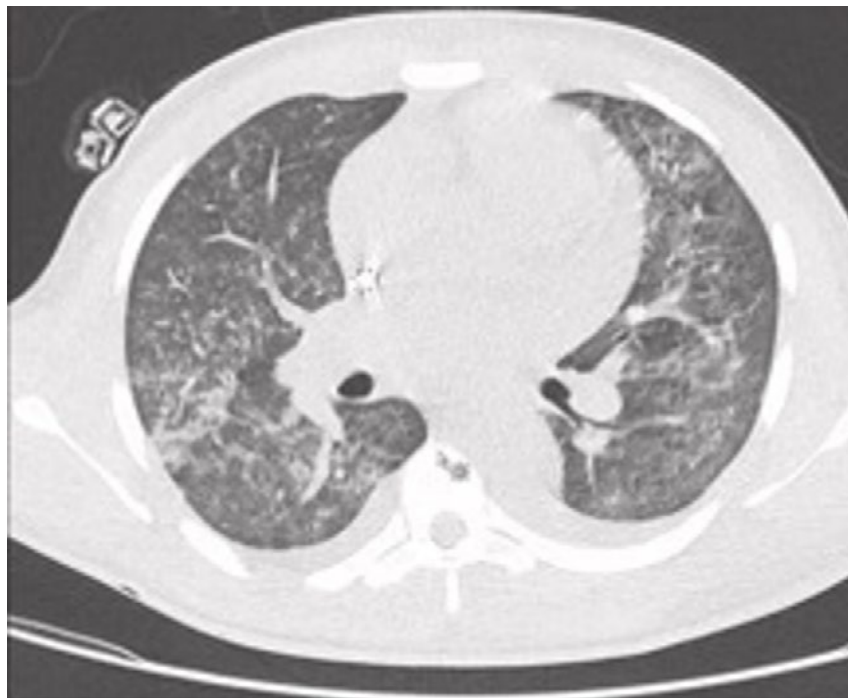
Tomografía de ingreso
